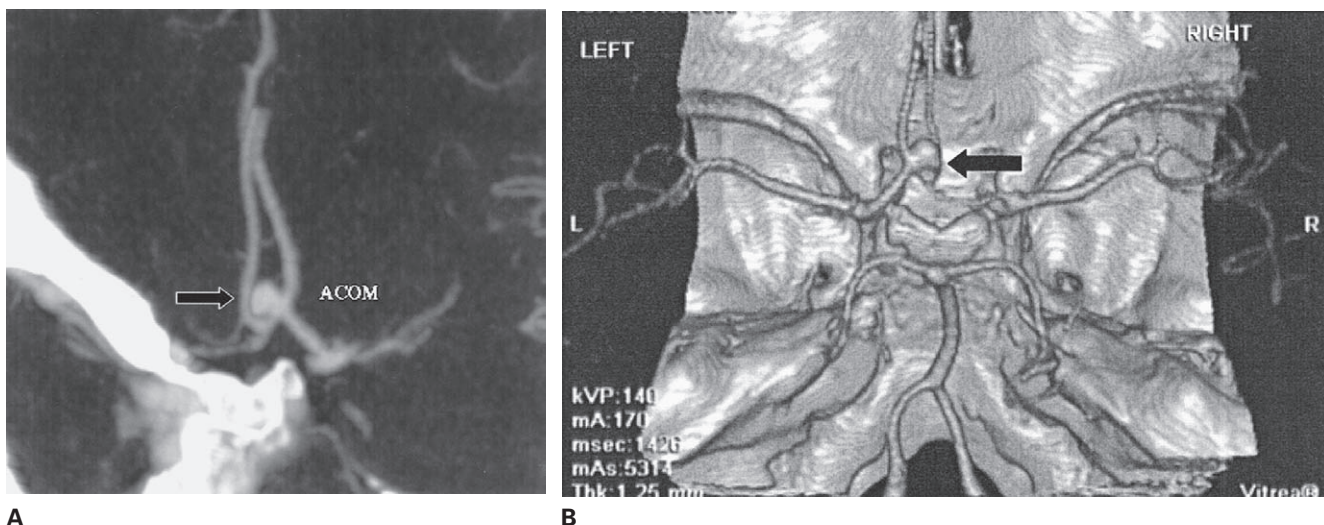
Aneurisma en baya de la arteria comunicante anterior. A, angiograma de resonancia magnética. B, angiografía con CT que muestra el aneurisma en relación con las estructuras óseas y vasculares adyacentes.
